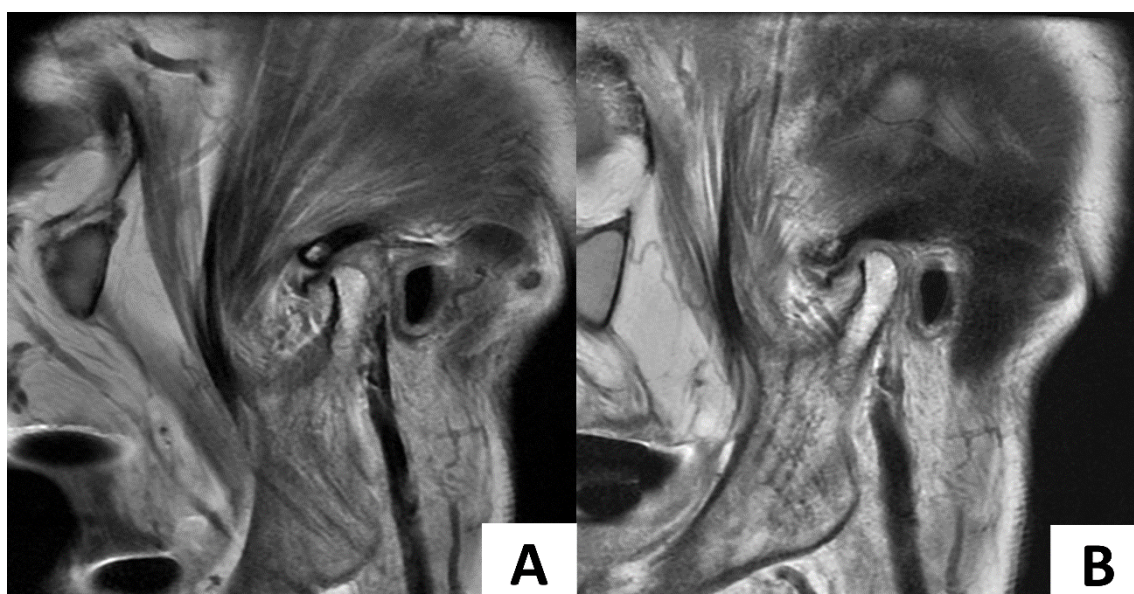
(A-B) Ressonância magnética da ATM com deslocamento anterior do disco articular. Fonte: Imagens gentilmente cedidas pelo Dr. Ramon Moura.
